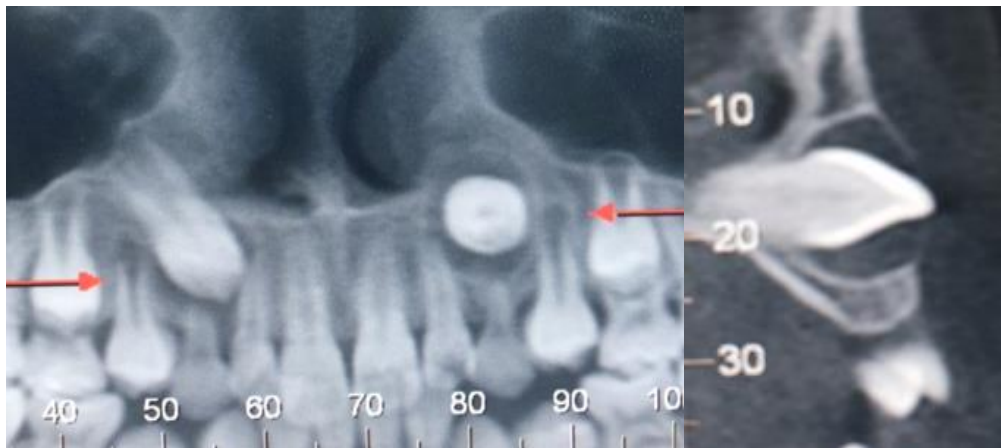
Tomografia computadorizada da maxila: A) Vista panorâmica e B) Vista lateral do dente 23.
